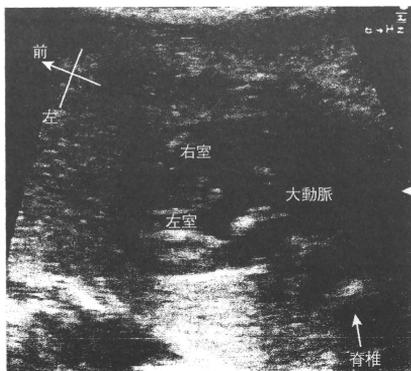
Fallot四徴症の胎児心エコー流出路断面像
